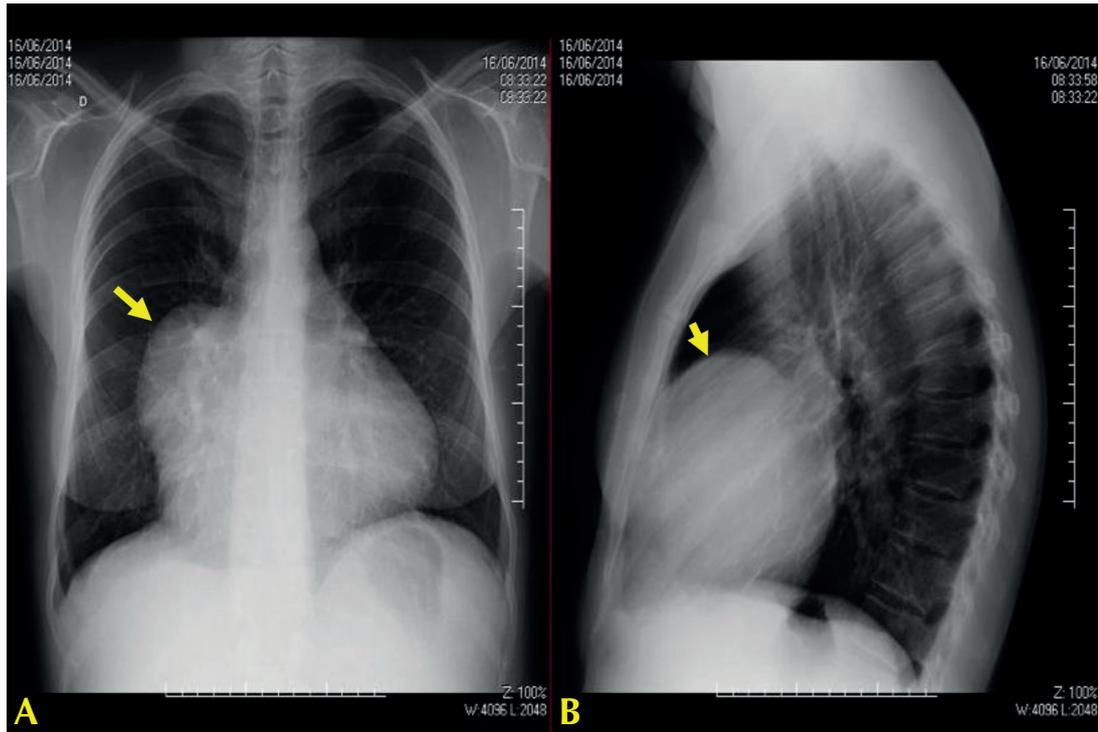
Radiografía de tórax: A - Frontal; B - Perfil. Abombamiento del mediastino medio, observado en su contorno derecho y anterior.
